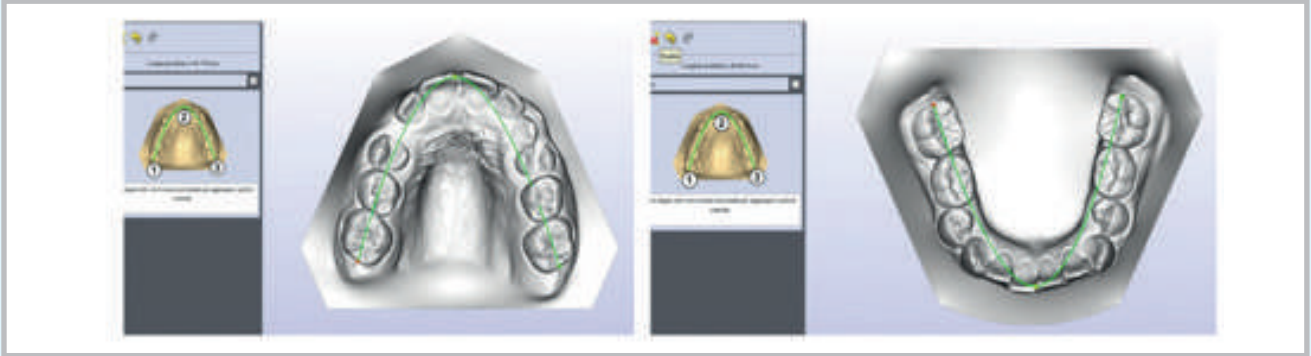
Oltre alle impronte viene fornito il Modulo di prescrizione, unitamente alla documentazione clinica di base che deve obbligatoriamente accompagnare il caso (foto volto e bocca, radiografia panoramica, teleradiografia latero-laterale). Dai modelli digitali è molto agevole ricavare una grande messe di dati, molto utili per la elaborazione del piano di trattamento personalizzato
